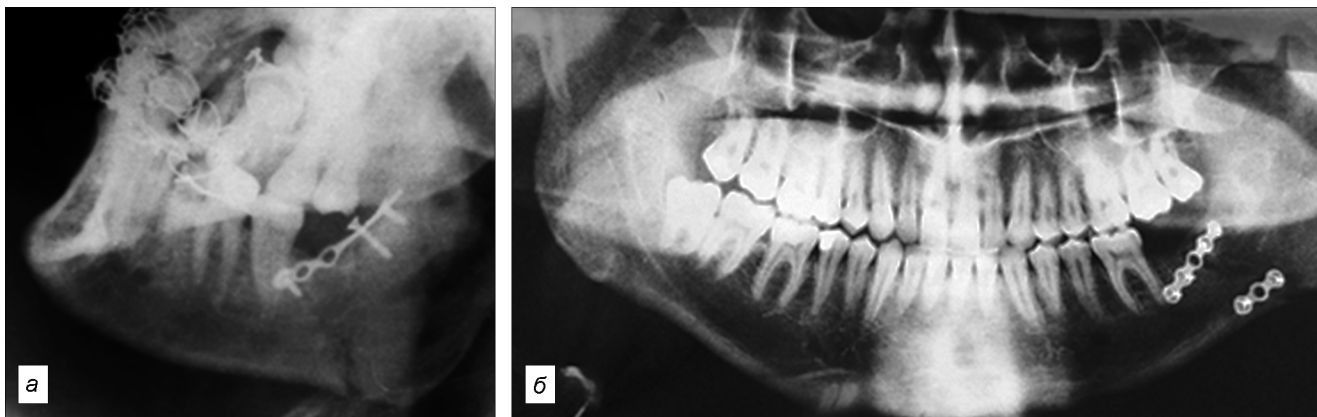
Рентгенограммы пациентов, обратившихся в клинику в связи с развитием воспалительных явлений в послеоперационном периоде.
